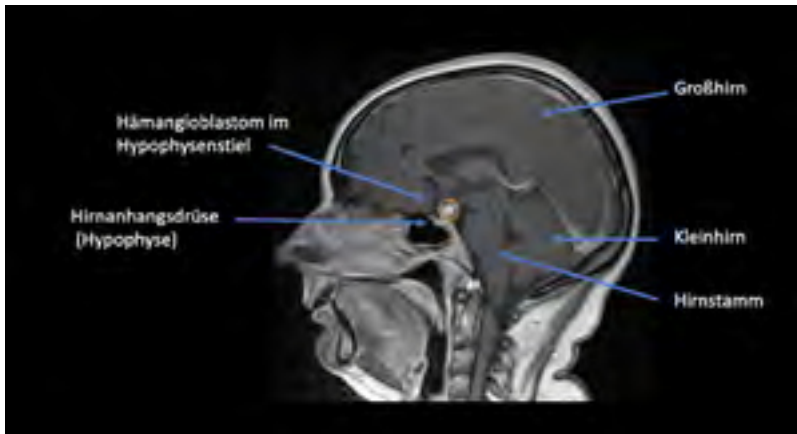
Seitliche Darstellung einer MRT-Bildgebung nach Kontrastmittelgabe bei einer 33-jährigen Patientin mit bekanntem von Hippel-Lindau-Syndrom. Mit einem orangenen Kreis gekennzeichnet ist eine kleine kugelförmige Kontrastmittelaufnehmende Raumforderung, am ehesten einem Hämangioblastom im Hypophysenstiel entsprechend. In mehrjährigen Verlaufskontrollen zeigte sich die Raumforderung ohne Wachstumstendenz. Eine Therapie war bisher nicht notwendig.
